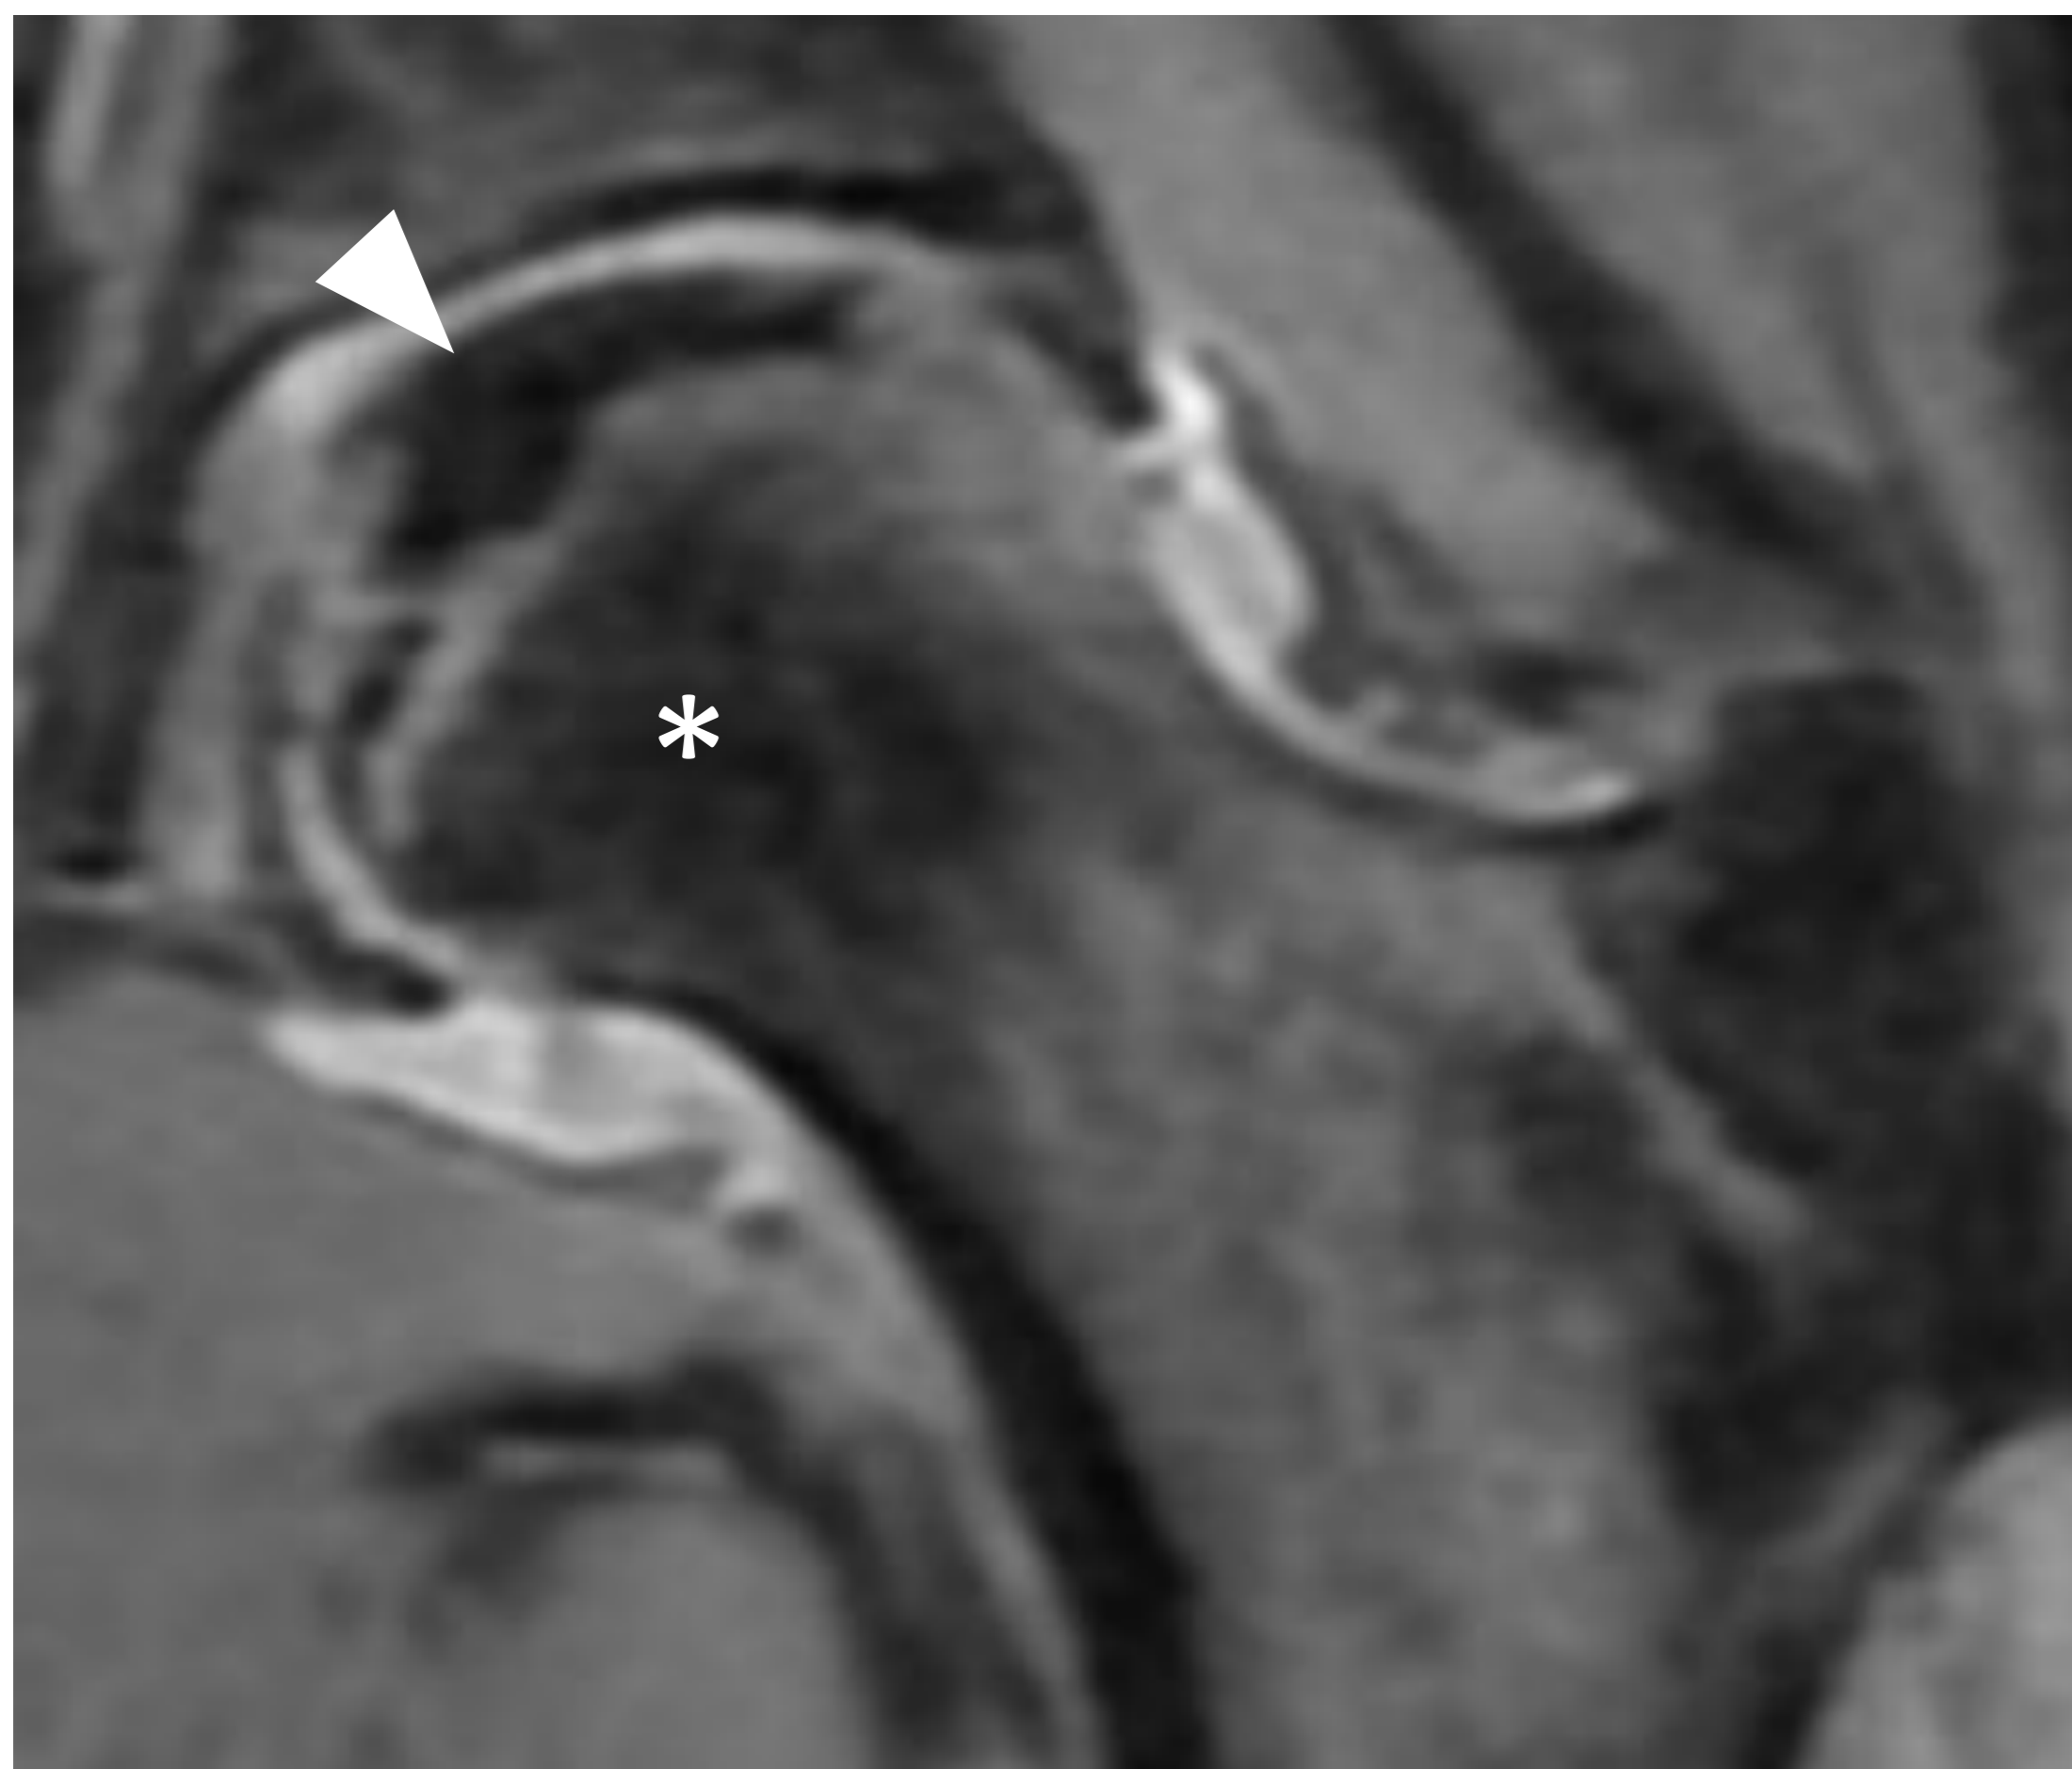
RM secuencia coronal potenciada en DP con saturación de la grasa con hallazgo de lesión en banda subcondral apreciable como un área hipointensa que representa el área isquémica (cabeza de flecha). Existe también edema óseo de cadera identificable como alteración de la señal en cabeza y cuello femoral (asterisco). Referencia. Servicio de Radiodiagnóstico. Hospital Universitario Virgen de las Nieves. Granada.
